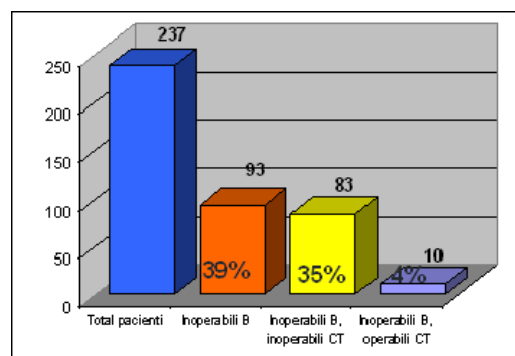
Pacienți inoperabili bronhoscopie-operabili tomografie computerizată
